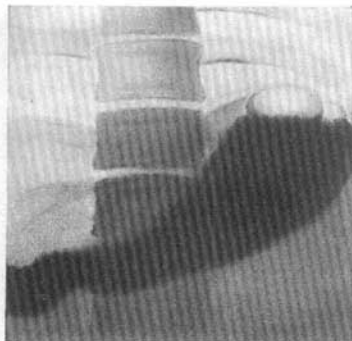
Estómago en forma de cuerno (radiografía).
